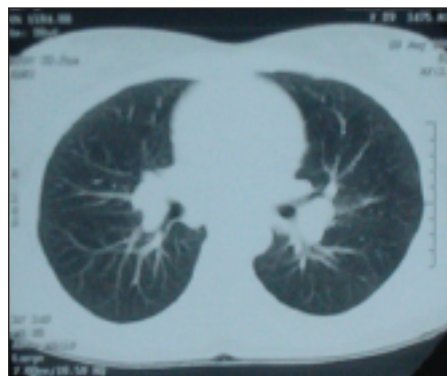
Caso clínico 2: TAC torácica com adenopatias bilaterais
